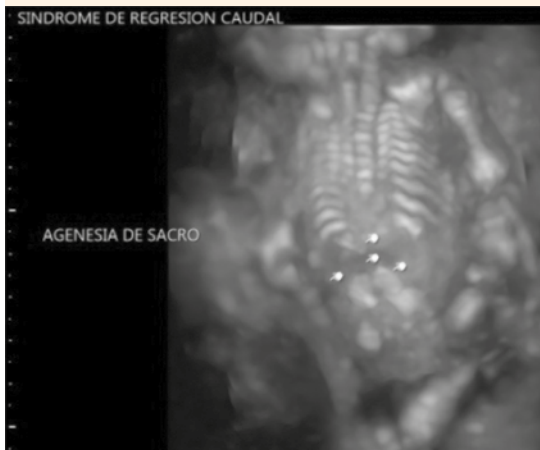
Ausencia de hueso iliaco y sacro en ultrasonido 3D.
